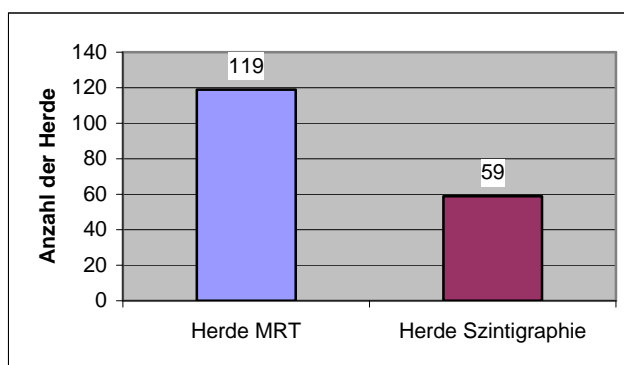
Herdvergleich Ganzkörper-MRT und Knochen-Szintigraphie
